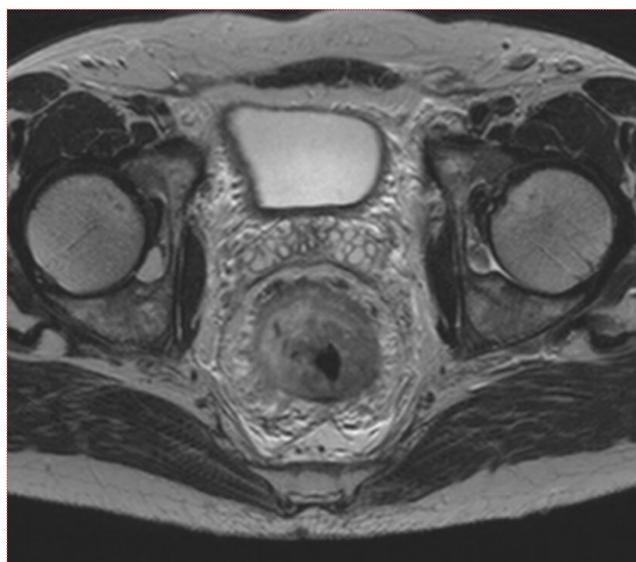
Corte axial de RMN pélvica onde se demonstra espessamento circunferencial do reto.
